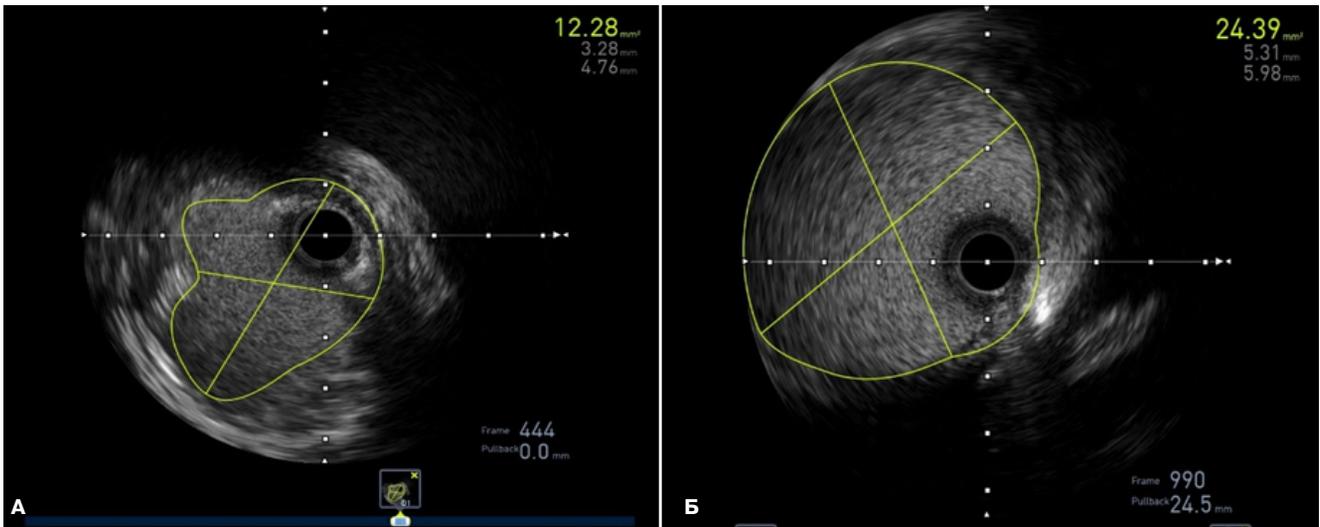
ВСУЗИ после баллонной ангиопластики: А — дебалкинг циркулярного фибротического стеноза, Б — здоровый участок.
